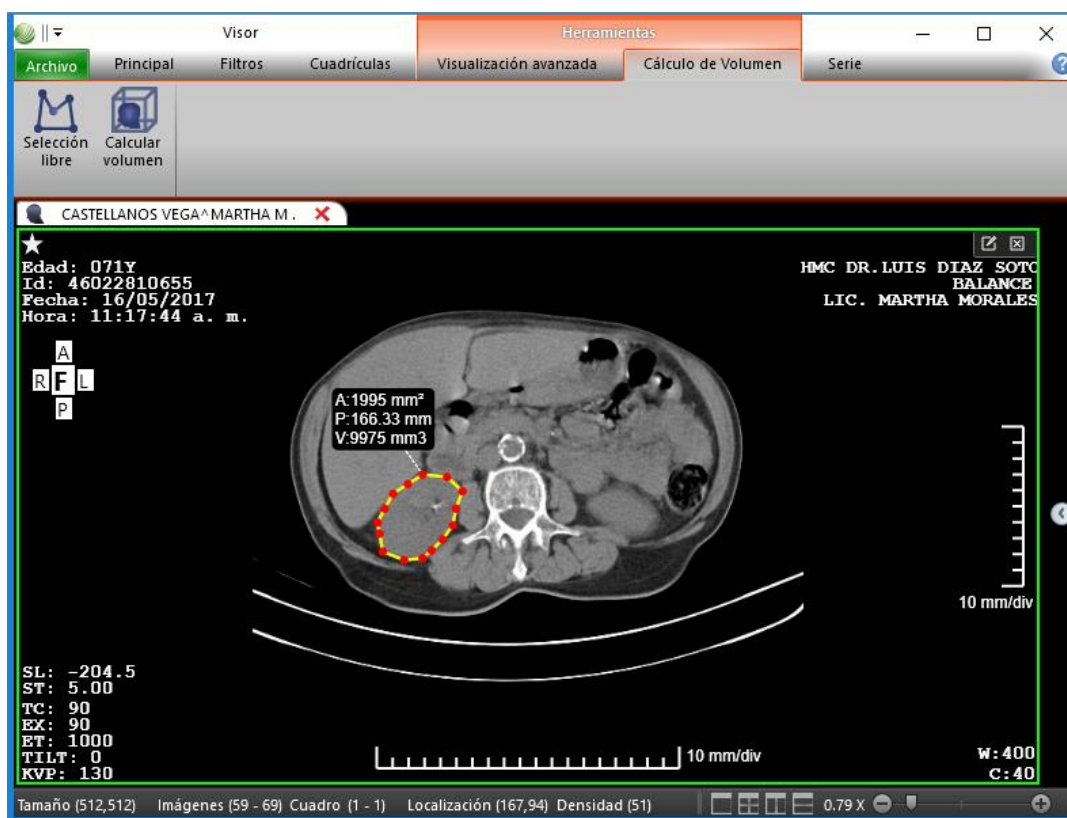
Imagen de tomografía axial computarizada. Inciso (a) Corte inicial con región de interés. Inciso (b) Selección de la región de interés. Fuente elaboración propia.
